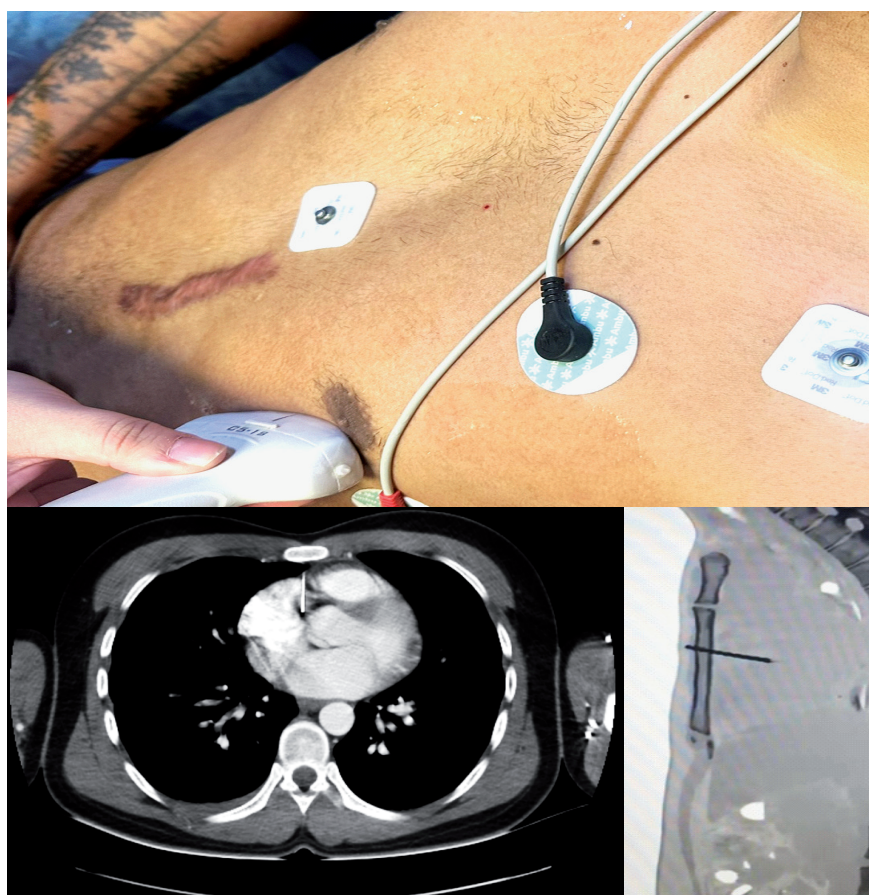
Imagen superior se objetiva un orificio de penetración del cuerpo extraño señalado con círculo blanco y las imágenes inferiores de la TC de tórax (A, axial; B, sagital): cuerpo extraño que atraviesa el esternón y que impresiona impactar el ventrículo derecho.
